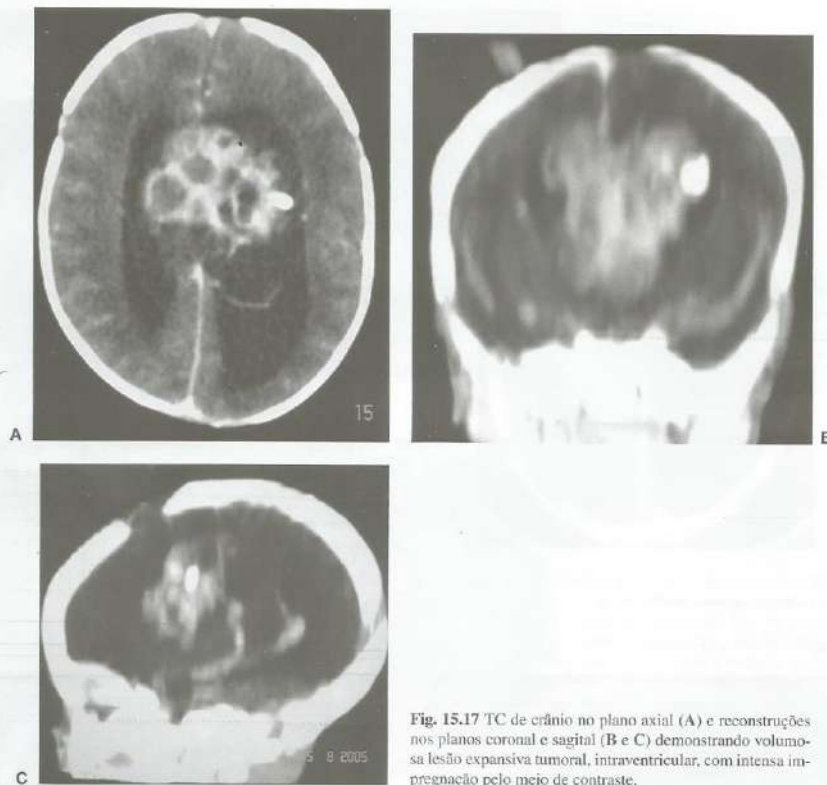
TC de crânio no plano axial (A) e reconstruções nos planos coronal e sagital (B e C) demonstrando volumosa lesão expansiva tumoral, intraventricular, com intensa impregnação pelo meio de contraste.
